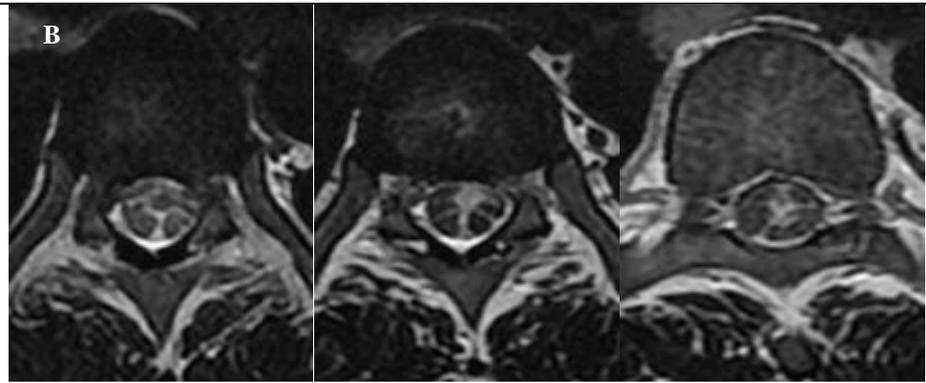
IRM Imagerie par résonance magnétique vertébro-médullaire séquence pondérée en T2.
